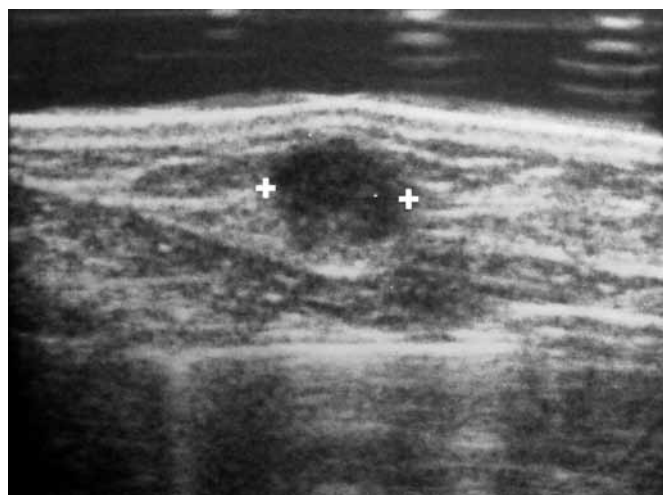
Ecografía: metástasis única de sarcoma sinovial al seno izquierdo.
